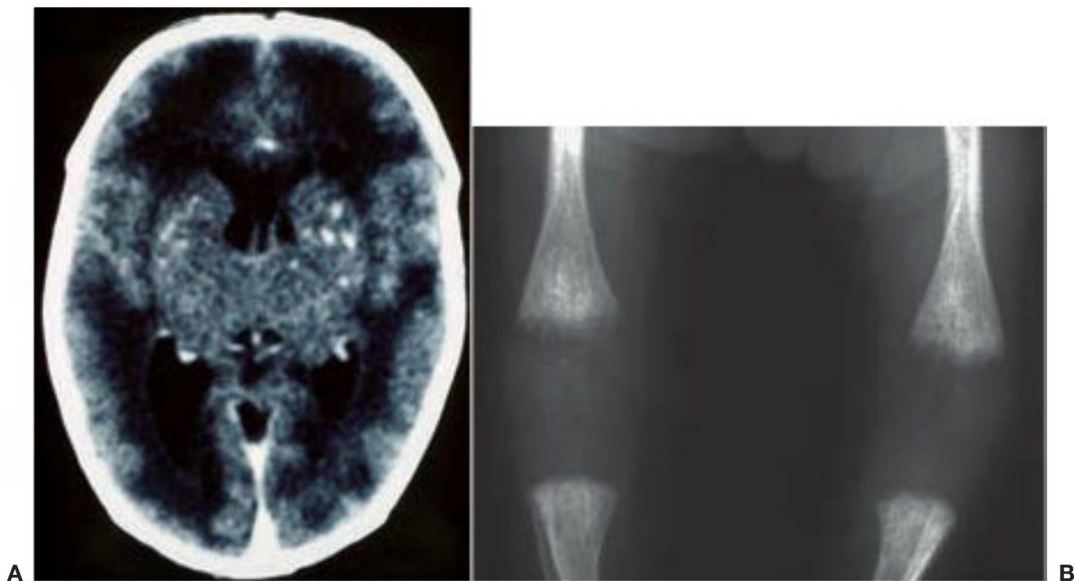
A, Tomografía computarizada de un recién nacido a término con rubéola congénita; obsérvense las calcificaciones y una atenuación baja de la sustancia blanca. B, Metáfisis anómalas («aspecto en rama de apio») en un recién nacido a término con rubéola congénita.
